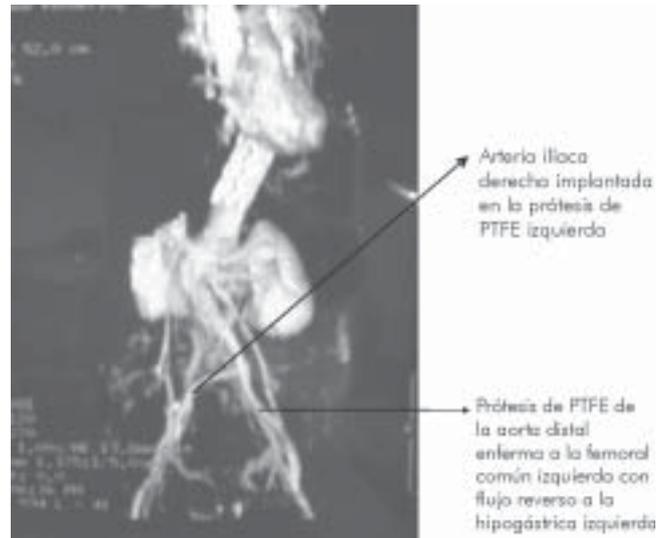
Angiotomografía que muestra la corrección de un aneurisma de aorta abdominal e íliaca.
